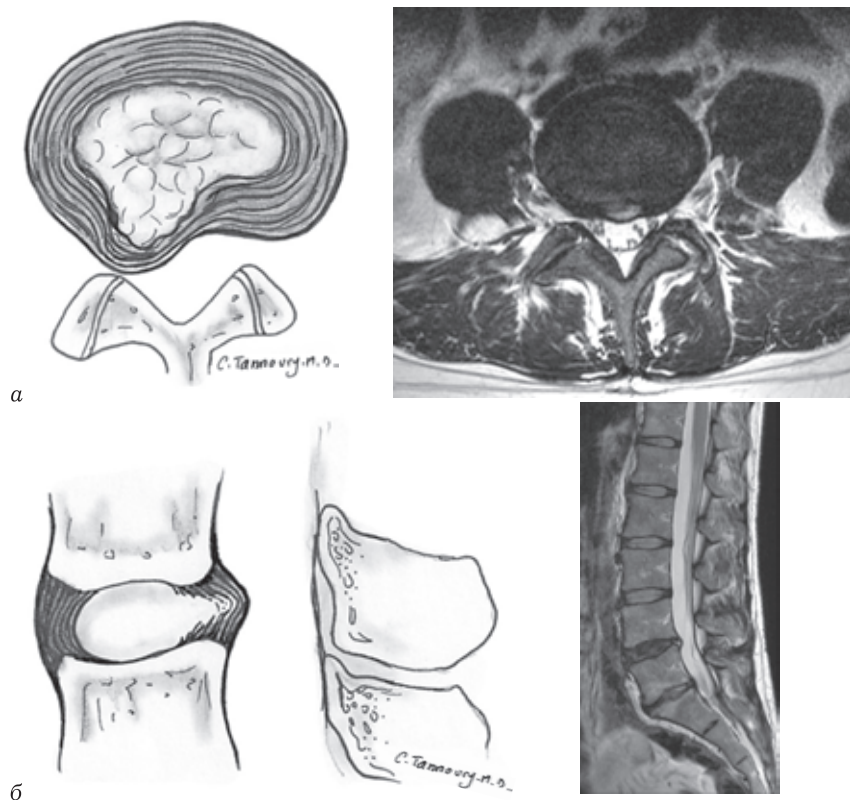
Протрузия диска. Выпячивание диска с сохранением фиброзного кольца. Размеры основания грыжи больше, чем ее высота: *а* — Т2-ВИ в аксиальной плоскости. Протрузия диска L₄–L₅; *б* — Т2-ВИ в сагиттальной плоскости. Протрузия диска L₄–L₅
